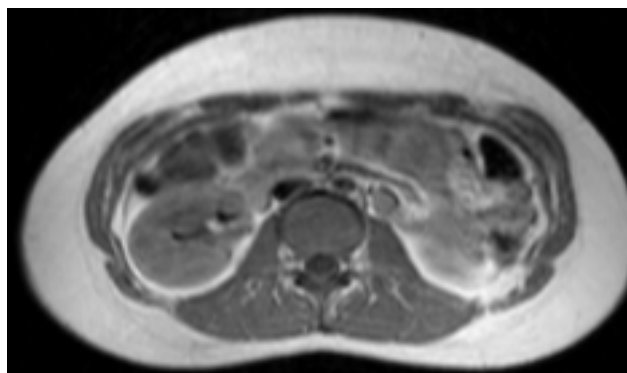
RMN abdomen corte axial: Diam. Transverso aorta menor que vena inferior.
